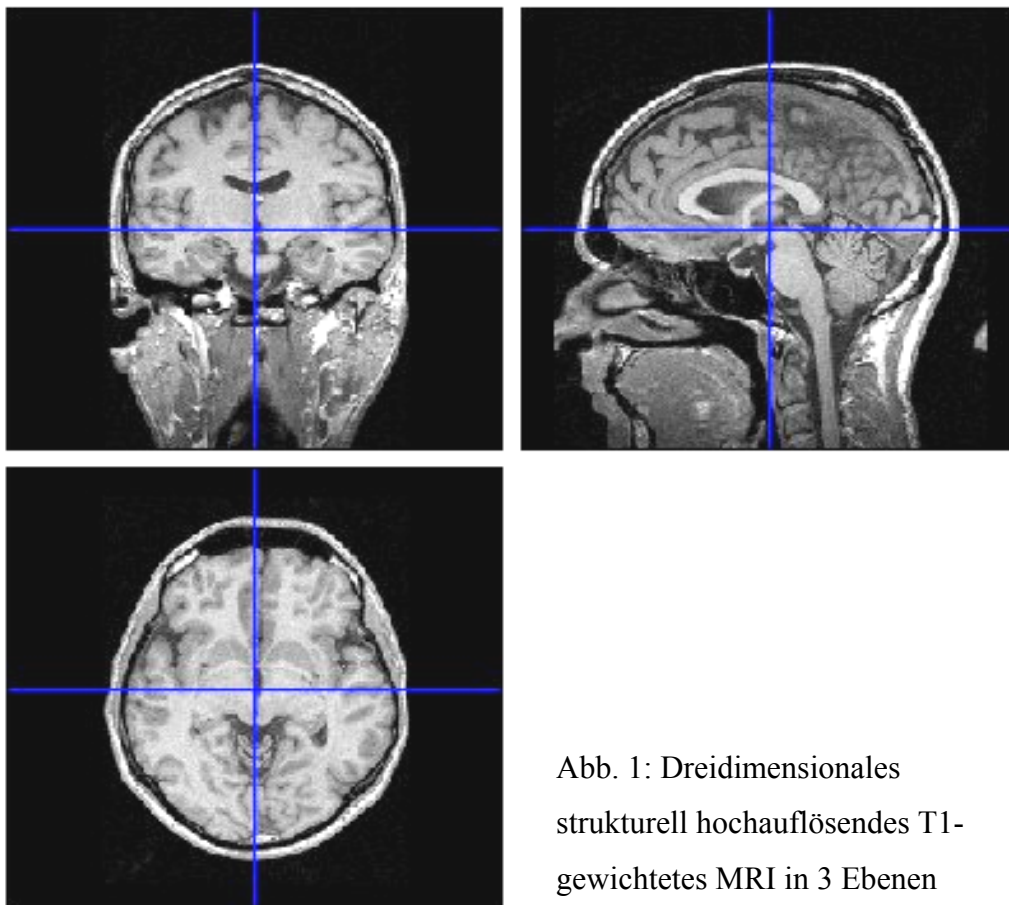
Dreidimensionales strukturell hochauflösendes T1-gewichtetes MRI in 3 Ebenen
